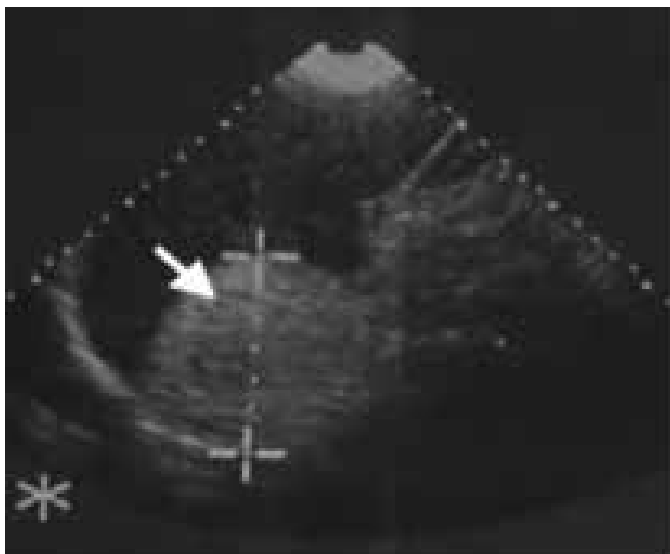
Ultrassonografia abdominal visualizando imagem hiperecoica, homogênea, correspondente a massa na glândula suprarrenal sugerindo um mielolipoma
